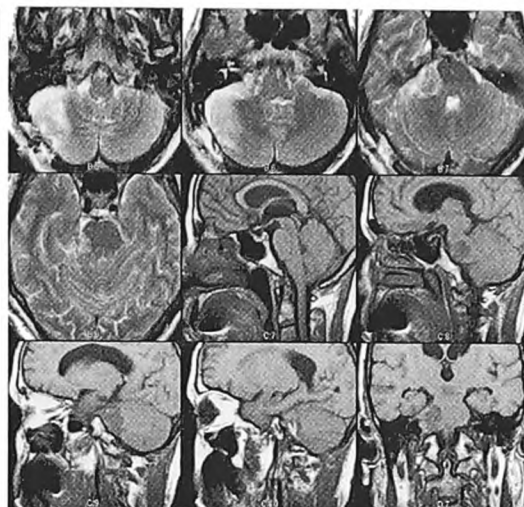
МРТ невриномы правого слухового нерва (наблюдение 12).
